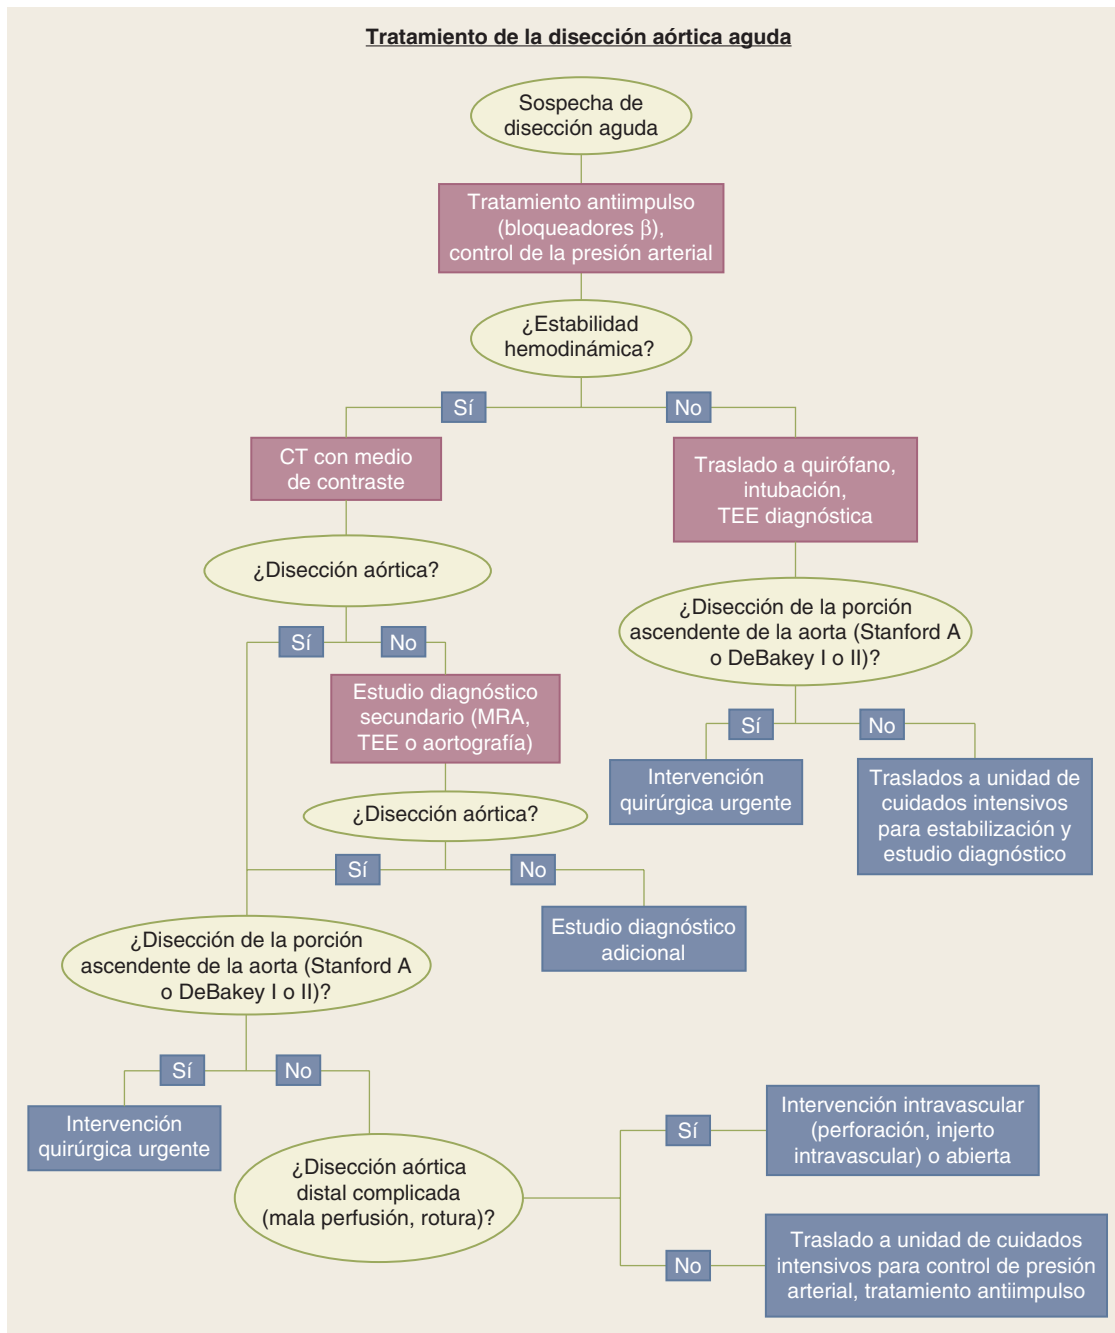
Algoritmo usado para facilitar las decisiones sobre el tratamiento de la disección aórtica aguda. CT, tomografía computarizada; MRA, angiografía por resonancia magnética; TEE, ecocardiografía transesofágica.
